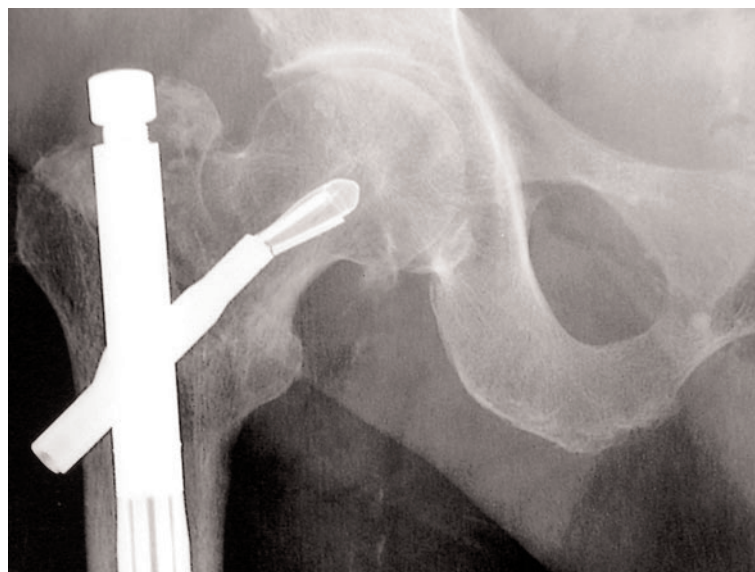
Röntgenbild eines Fixion-PF-Nagels mit abgeknickter Hip-Peg-Spitze und zusätzlich gelockerter Verschlusskappe
